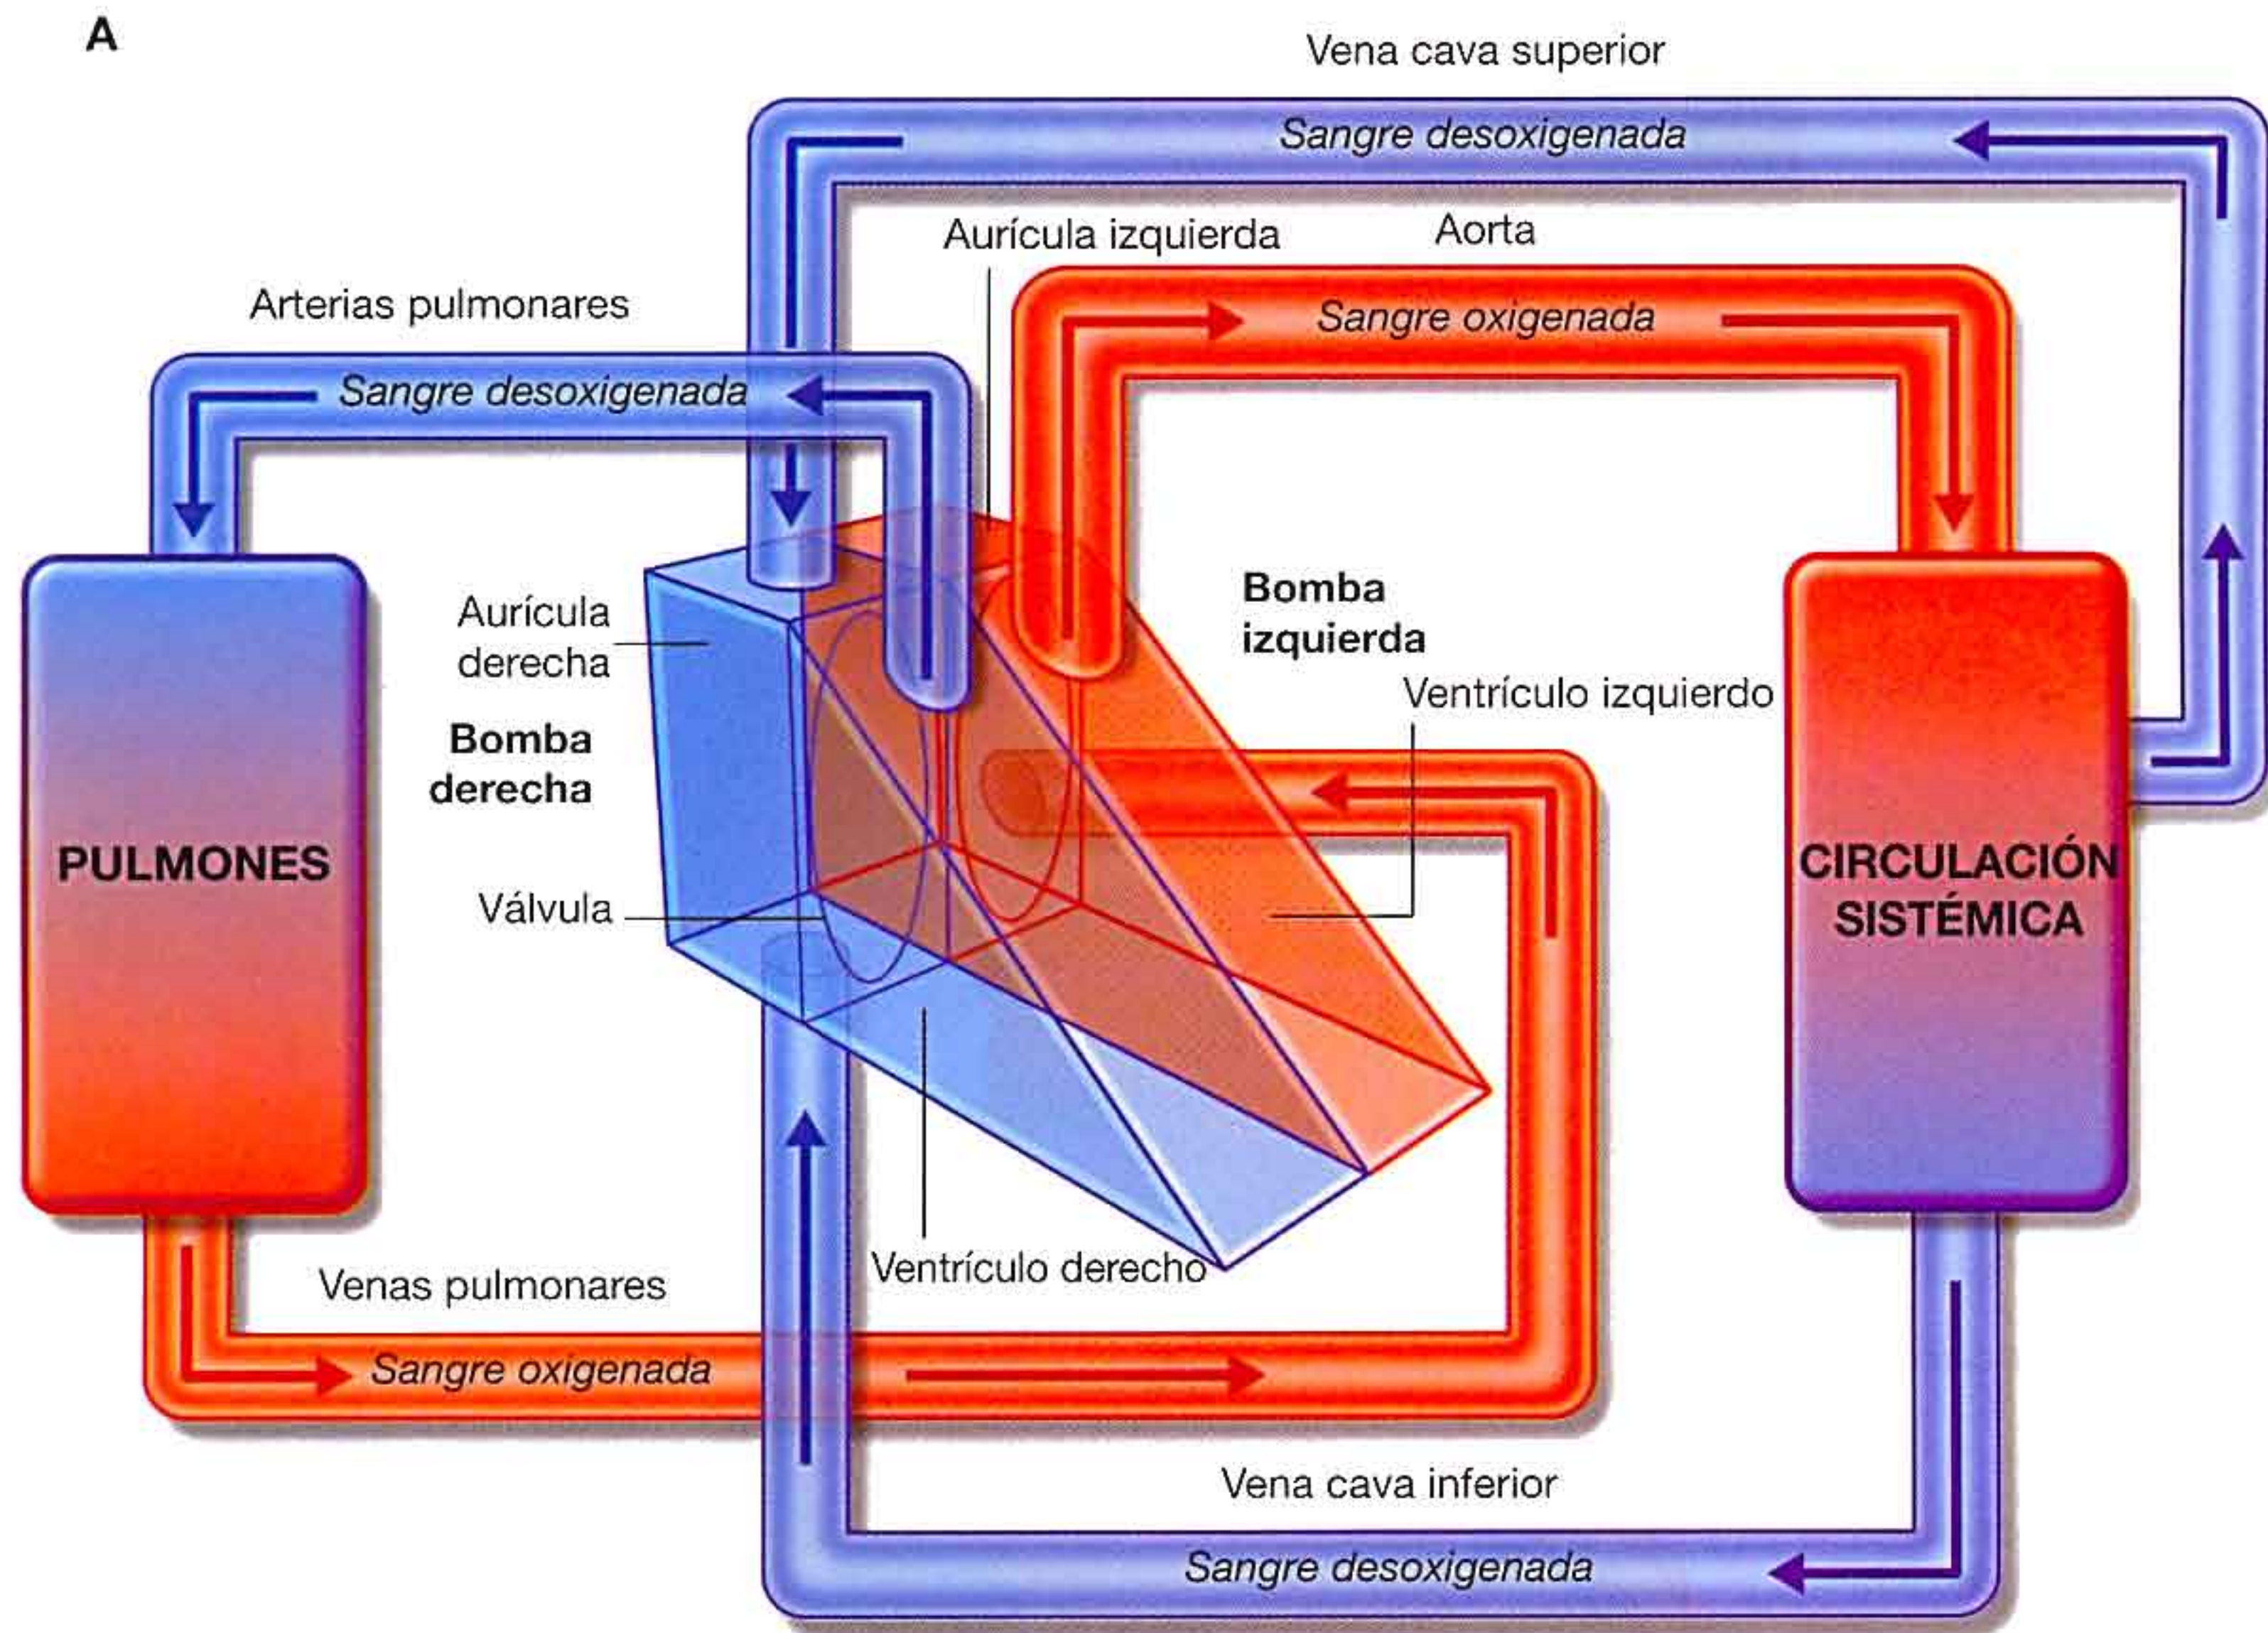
A. El corazón tiene dos bombas. B. Resonancia magnética de la zona media del tórax mostrando las cuatro cámaras y los tabiques.
